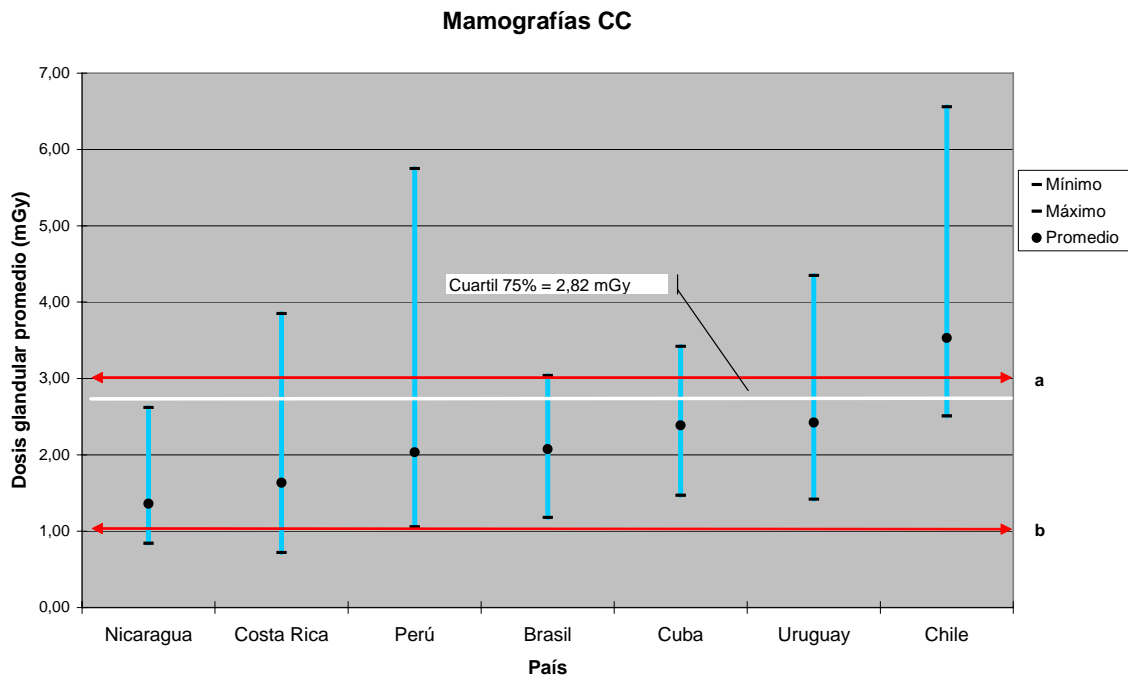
DOSIS GLANDULAR PROMEDIO, mGy PARA RADIOGRAFÍAS DE MAMA CC POR PAÍSES
